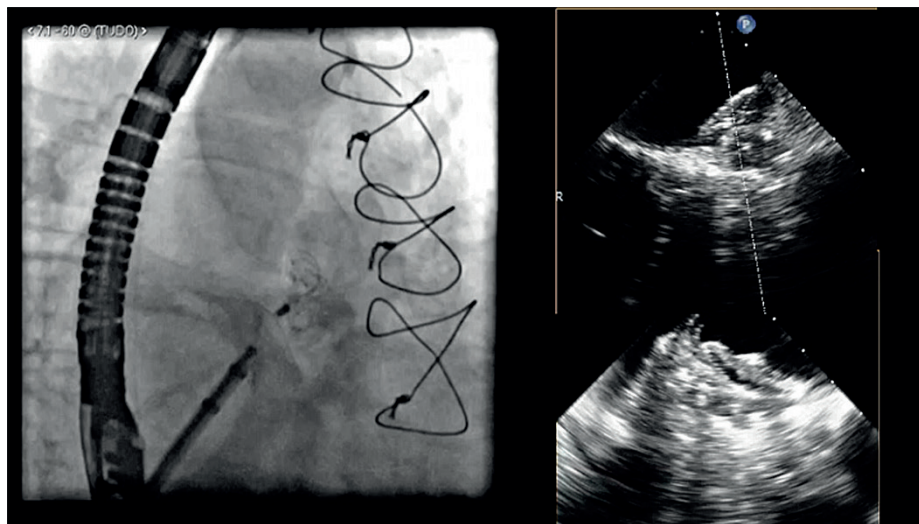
Comparação do dispositivo LAMBE na imagem da escopia (à esquerda) com o modo de múltiplos planos (xPlane) pela ecocardiografia transtorácica 3D (à direita).
